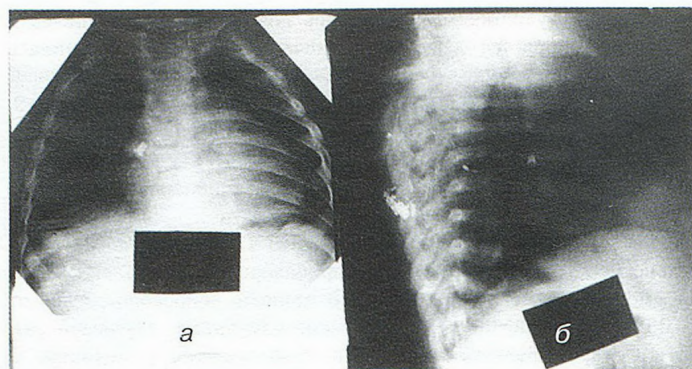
Рентгенография грудной клетки ребенка У.А., 1 г.
